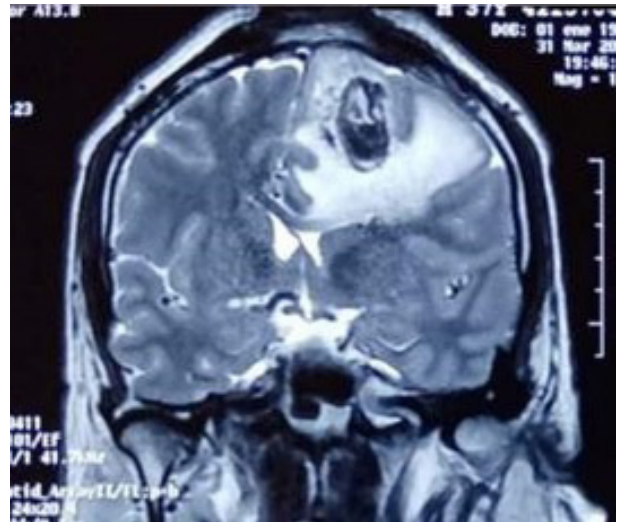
RMN con contraste. Corte coronal. Ausencia de fragmento óseo frontoparietal y captación de contraste en anillo.
